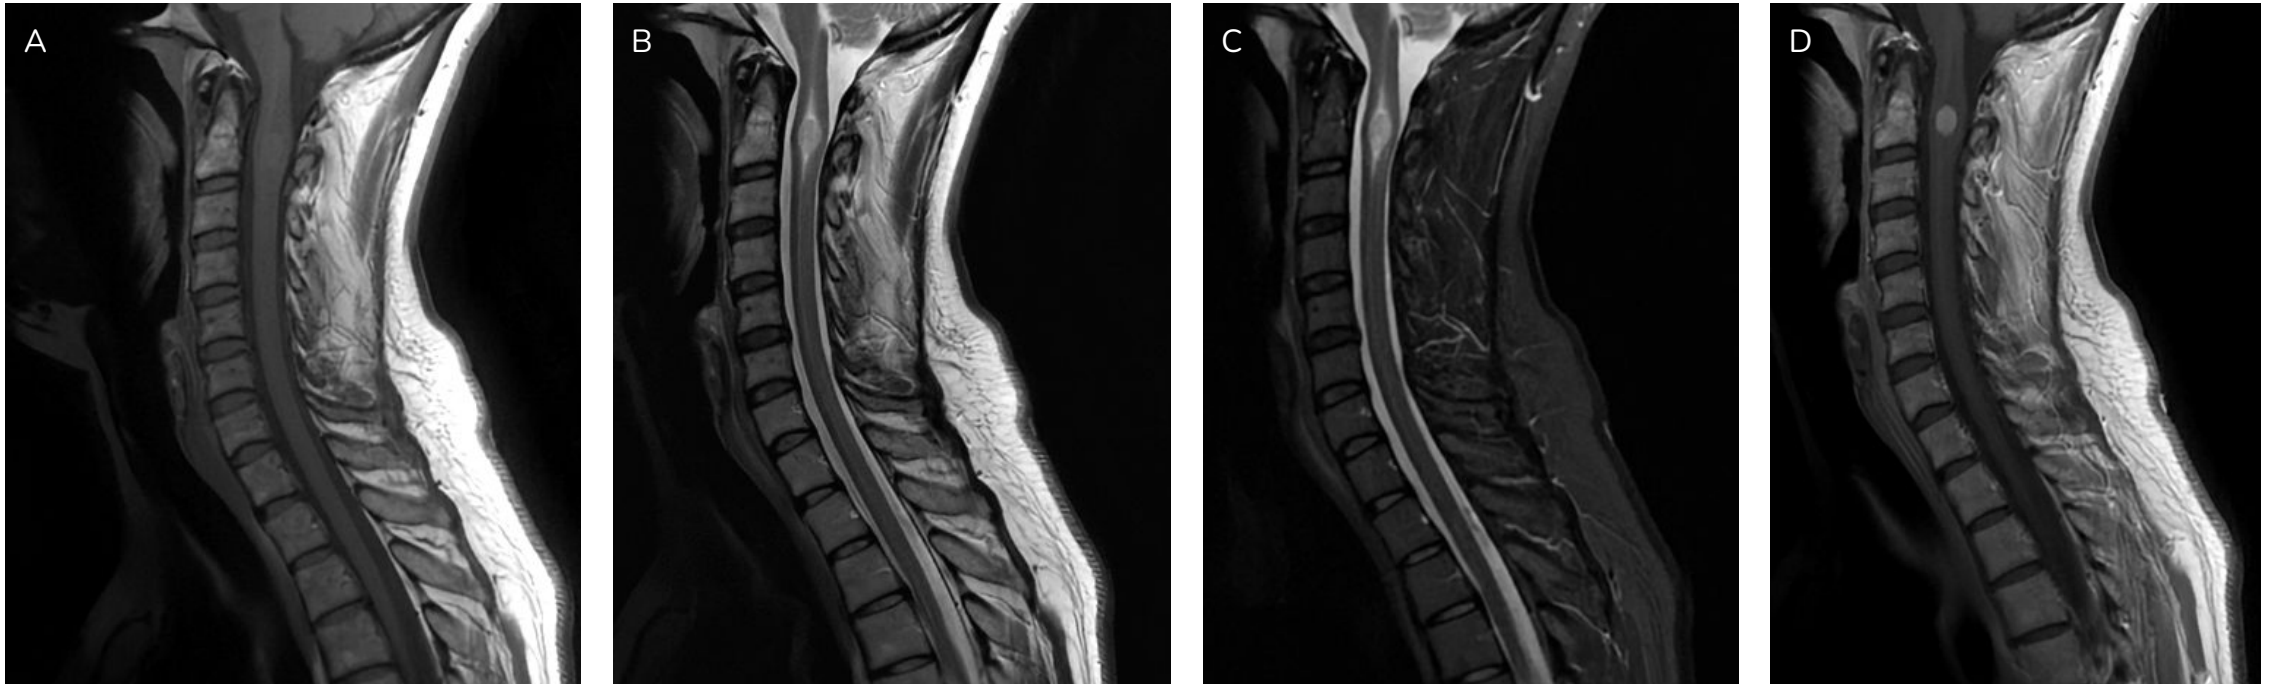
Corte sagital T1 (a), sagital T2 (b) y sagital STIR (c) y T1 tras la administración de contraste (d) de RM de columna cervical. Se visualiza lesión expansiva tumoral intradural e intramedular a la altura de C2. Tiene una localización centromedular con leve dilatación proximal y distal del canal endimeario. Muestra una captación homogénea e intensa tras la administración de contraste iv. Estos hallazgos son compatibles con endimoma intramedular.
